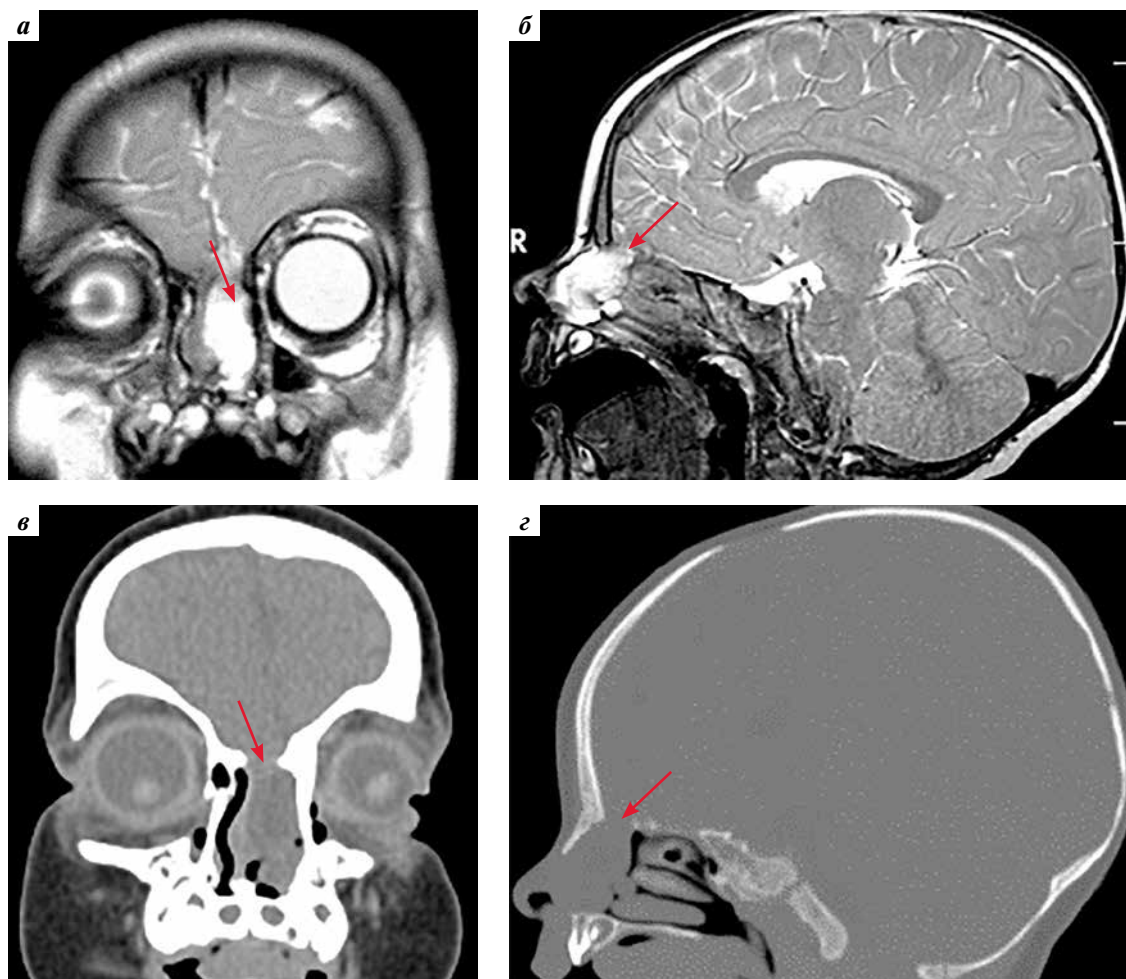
Магнитно-резонансные (а, б) и компьютерные томограммы (в, г) головного мозга пациентки С. перед операцией. Трансэтмоидальное энцефалоцеле, дефект основания черепа в области крыши решетчатого лабиринта слева (показан стрелкой)
